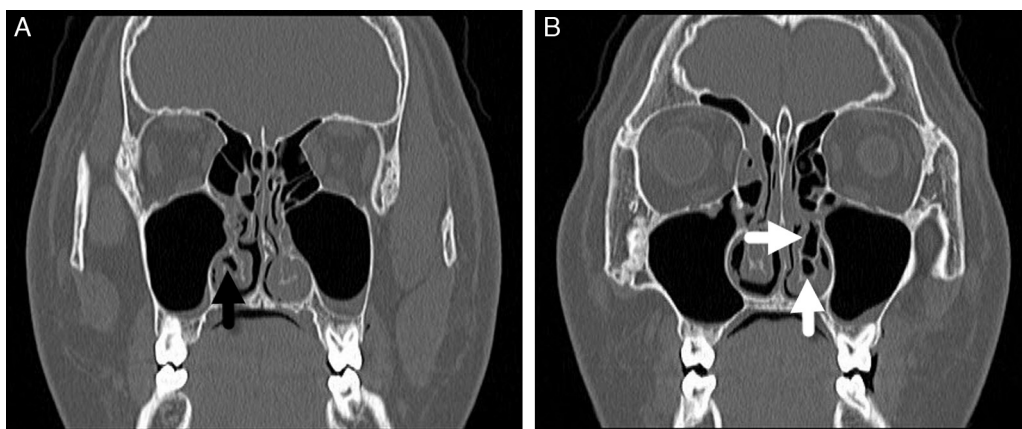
Imagens de tomografia computadorizada (TC) do paciente. (A, B) Imagens coronais de TC demonstram pneumatização de ambas as conchas inferiores e hipertrofia da concha inferior esquerda (seta preta, concha bolhosa inferior (CBI) direita; setas brancas, CBI esquerda).
